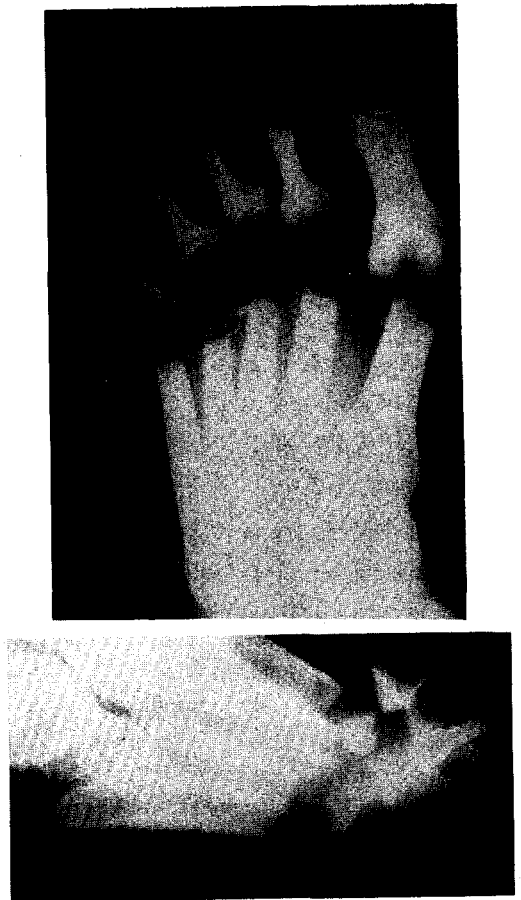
(A) Anteroposterior radiographic view of severe cavus deformity with loss of metatarsal fat pads. Indicated treatment is excision of the heads and necks of all the metatarsals. (B) Lateral radiographic view. Note the posterior obliquity of the resection lines of the metatarsals.
